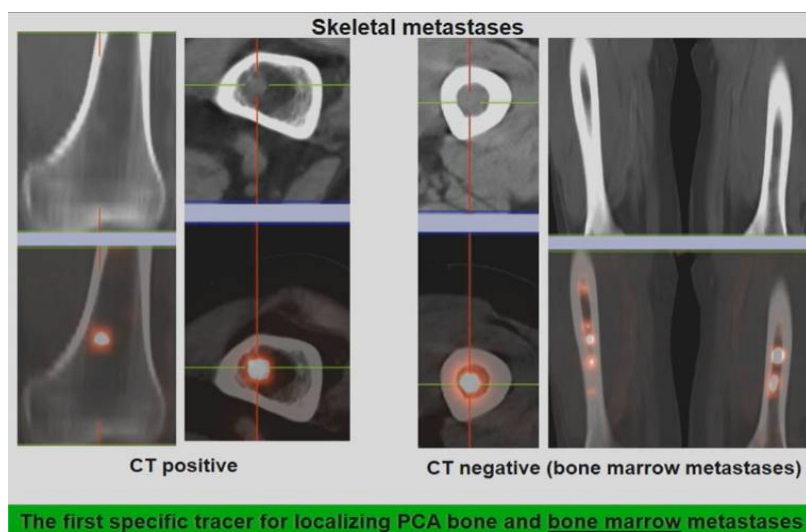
L'imagerie du scanner montre une corticale intacte alors que de nombreuses lésions au niveau de la moelle osseuse sont clairement visibles sur l'imagerie TEP/TDM au 68Ga-PSMA.(102)
